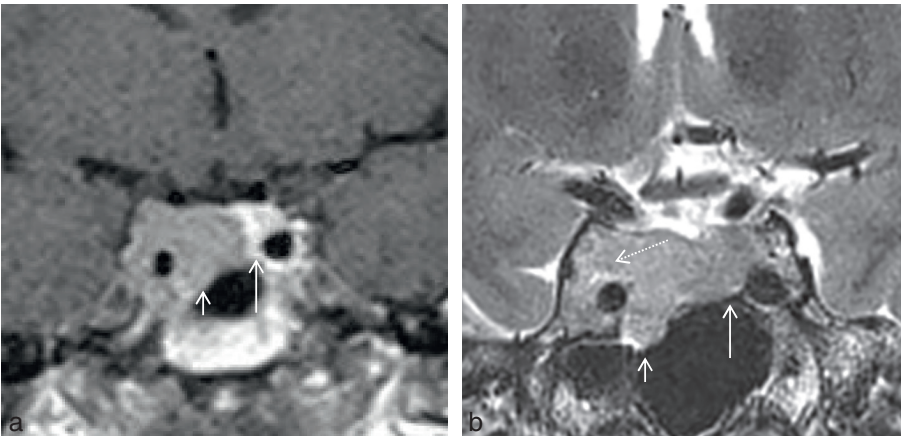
a, b IRM de la région hypophysaire en coupes coronales T1 après injection de gadolinium (a) et T2 (b).
